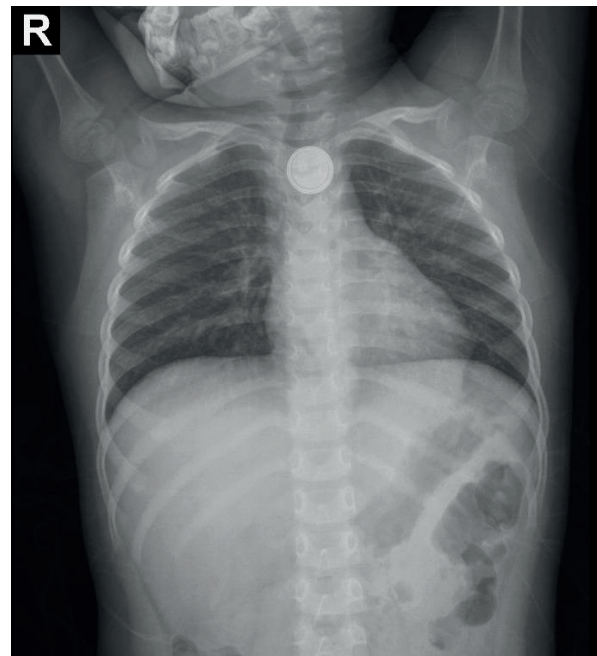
Radiografía cervico-torácica frontal que muestra un CE redondeado, de densidad metálica y con el signo de doble contorno en esófago medio.
